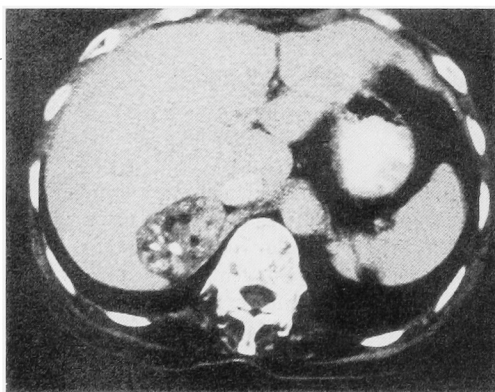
Contrast-enhanced CT reveals a nonhomogenous mass, 5 cm in diameter that consists of tissue with a fatty density and areas of calcification.
